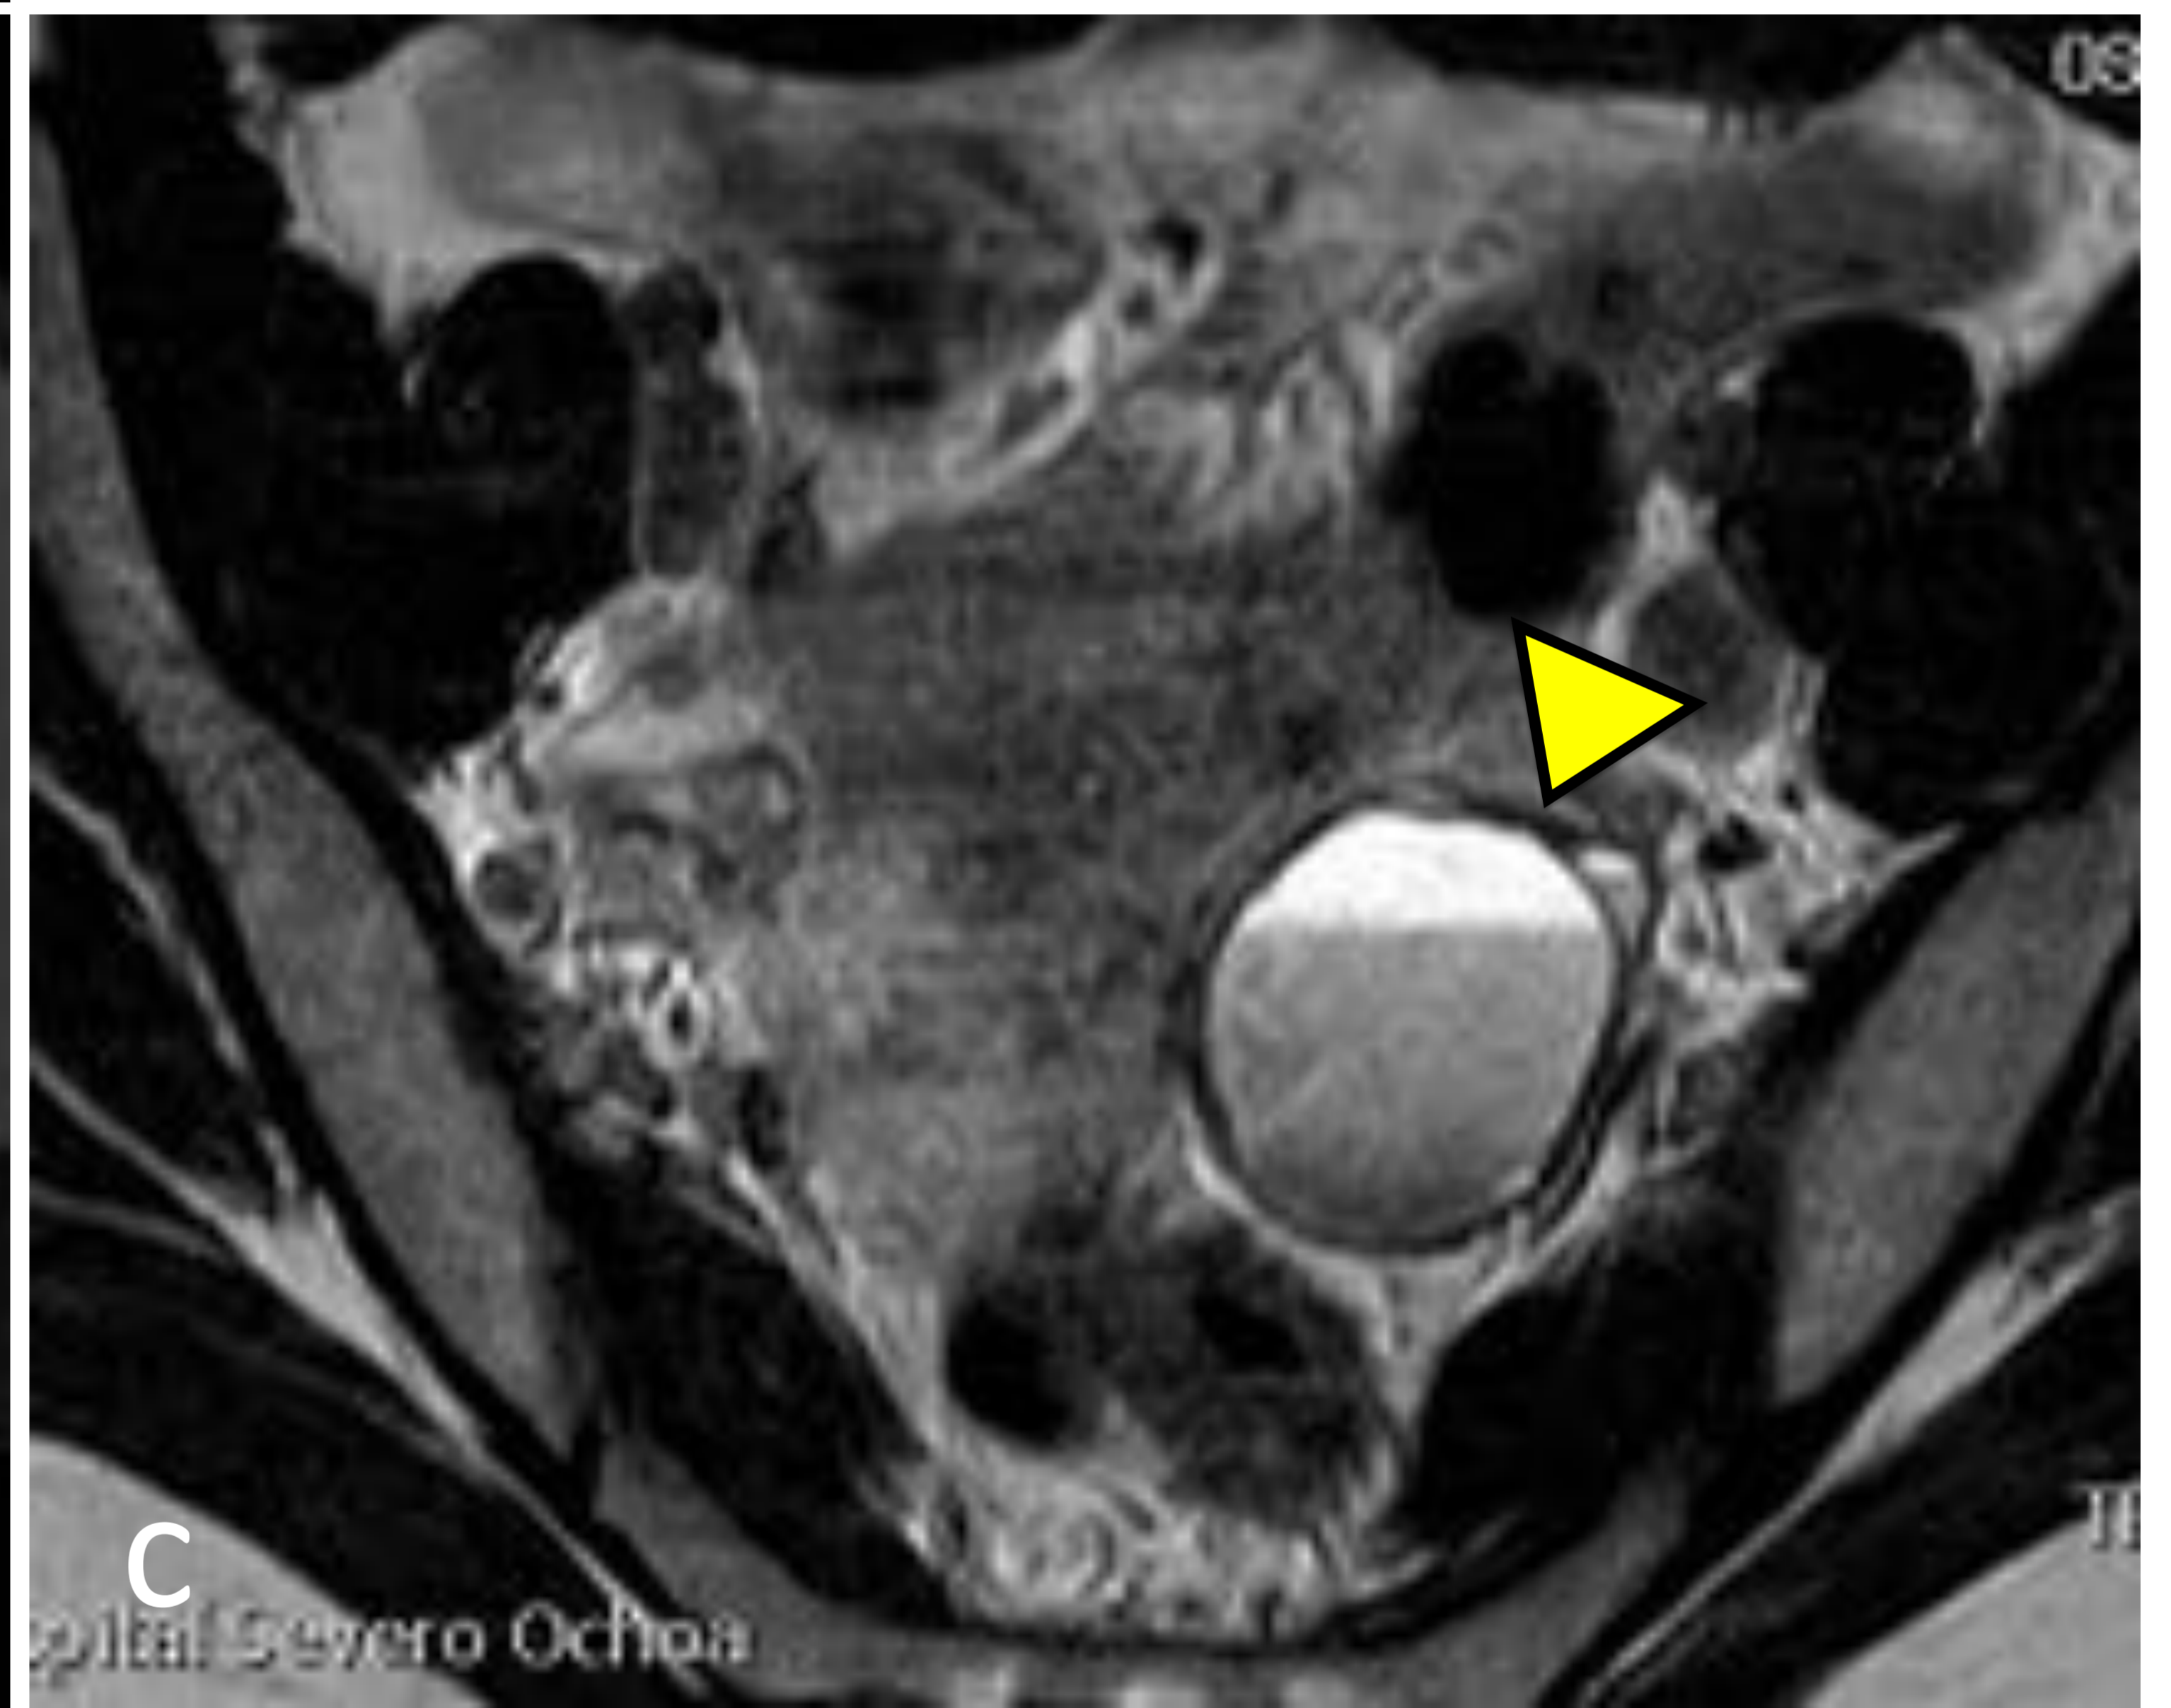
TC con contraste IV, axial (a). RM sin contraste IV, axial T1 supresión grasa (b) y axial T2 (c).
